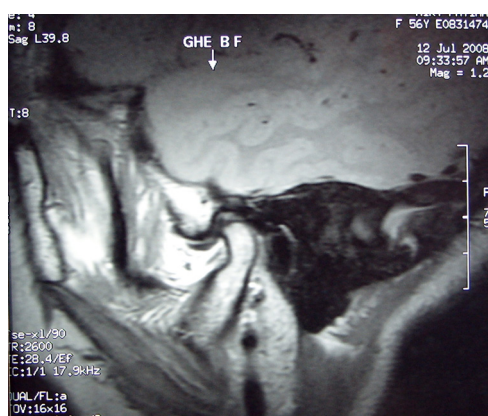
(a, b): IRM de l'ATM gauche montrant une luxation antérieure discale réductible (course condylienne limitée)
